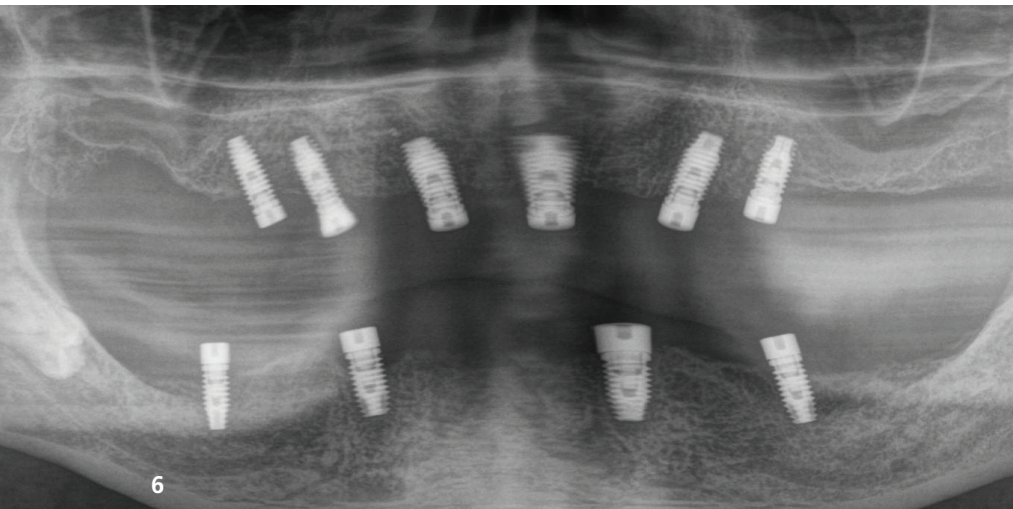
Die Röntgenkontrollaufnahme sechs Monate post implantationem.
